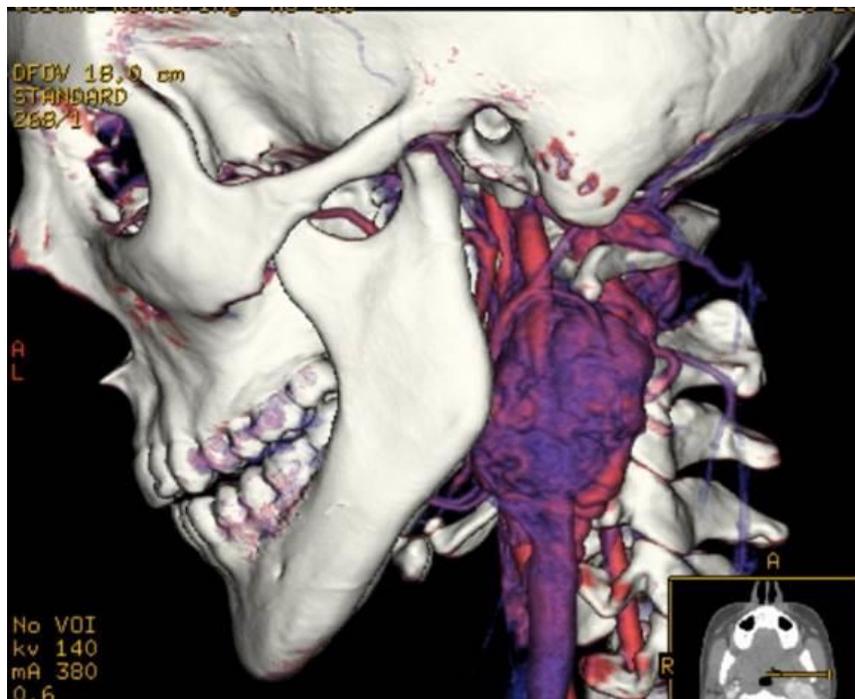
Angiotomografía de cabeza y cuello. Hemangioma en carótida con medio de contraste y canales vasculares dilatados en zona de premolares y molares superiores e inferiores. Fuente propia
